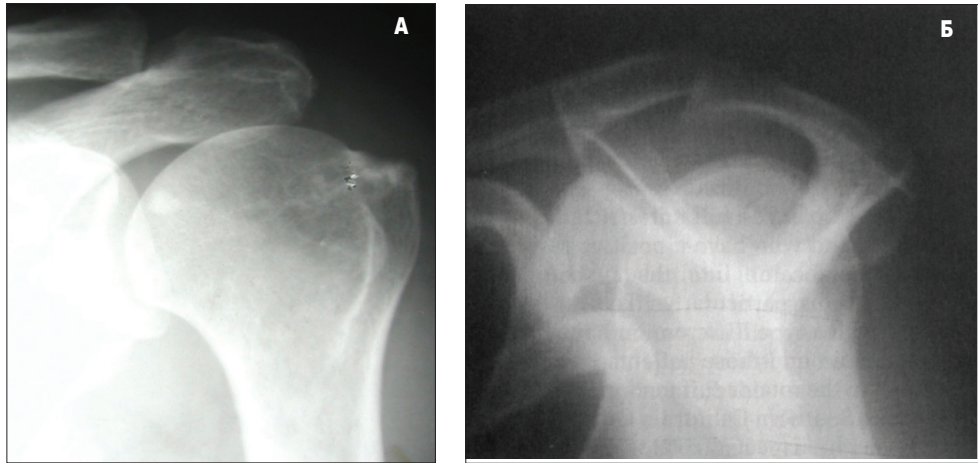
Рентгенологічні ознаки синдрому субакроміального конфлікту. Деформуючий артроз акроміально-ключичного суглоба, кісткоподібна перебудова та субхондральний склероз зони великого горбка та нижньої поверхні акроміального виростка лопатки на рентгенограмі плечового суглоба в задній проекції (А). Гачкоподібне викривлення форми нижньої поверхні акроміального виростка лопатки на рентгенограмі лопатки в боковій проекції (Б)
